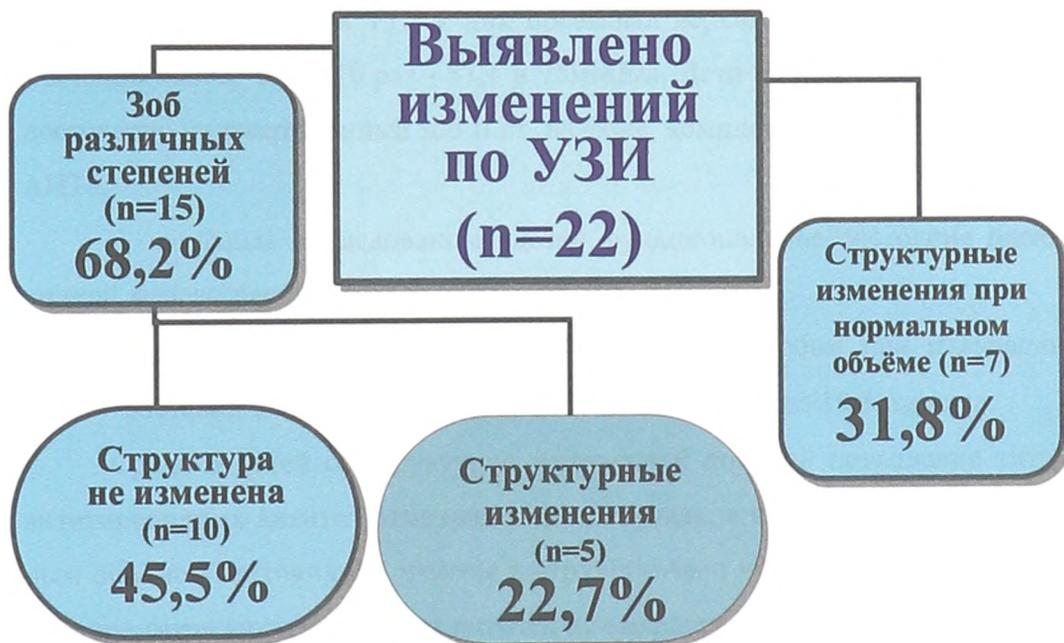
Структура выявленной патологии по данным УЗИ щитовидной железы у обследованных детей обеих возрастных групп.
